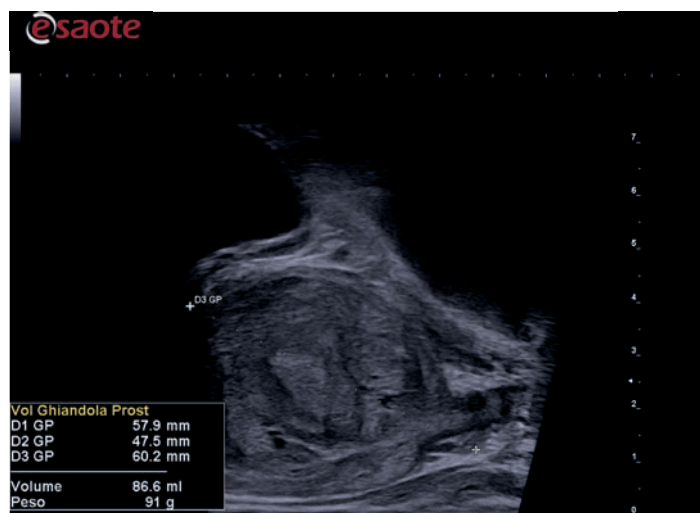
УЗИ-изображение предстательной железы, полученное с помощью датчика TLC 3-13, при выполнении трансперинеального подхода.
